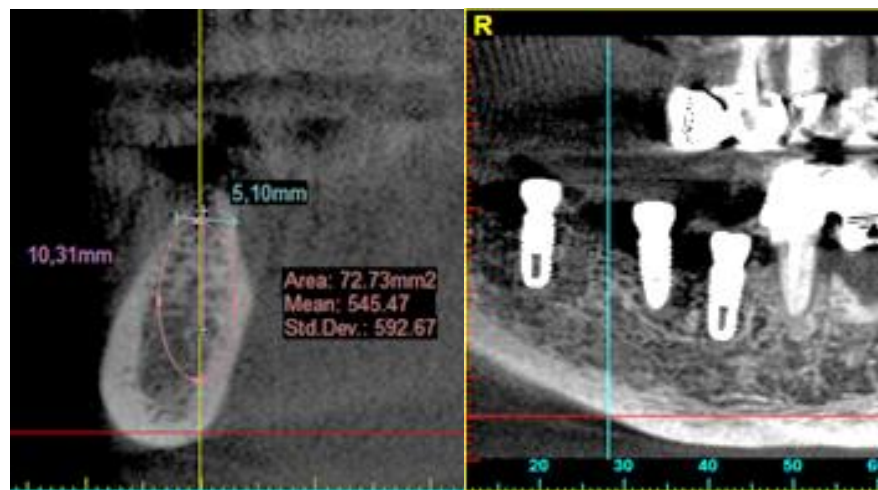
Зрізи КТ цієї ж пацієнтки, медична карта стоматологічного хворого №8. Верифікується значна вертикальна резорбція в ділянці
